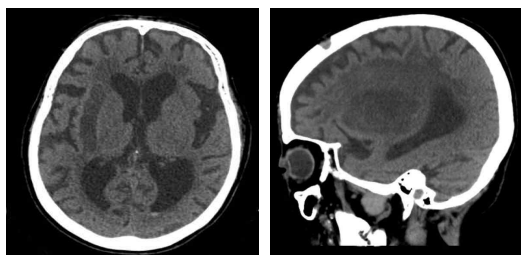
Brain CT images of patient (2020.07.02).
